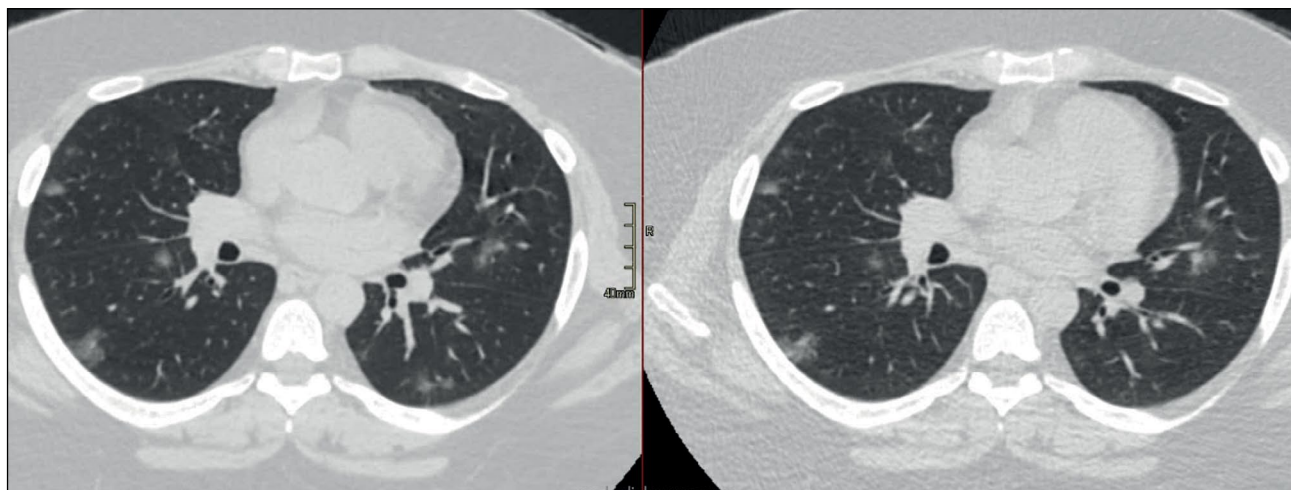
Снижение лучевой нагрузки в 1,5 раза. Пациент, 44 года, индекс массы тела 46 кг/м². Компьютерная томография с мягкотканым фильтром (эффективная доза — 15,3 мЗв), низкодозная компьютерная томография с мягкотканым фильтром (эффективная доза — 10,5 мЗв). Двусторонние периферические участки «матового стекла».
